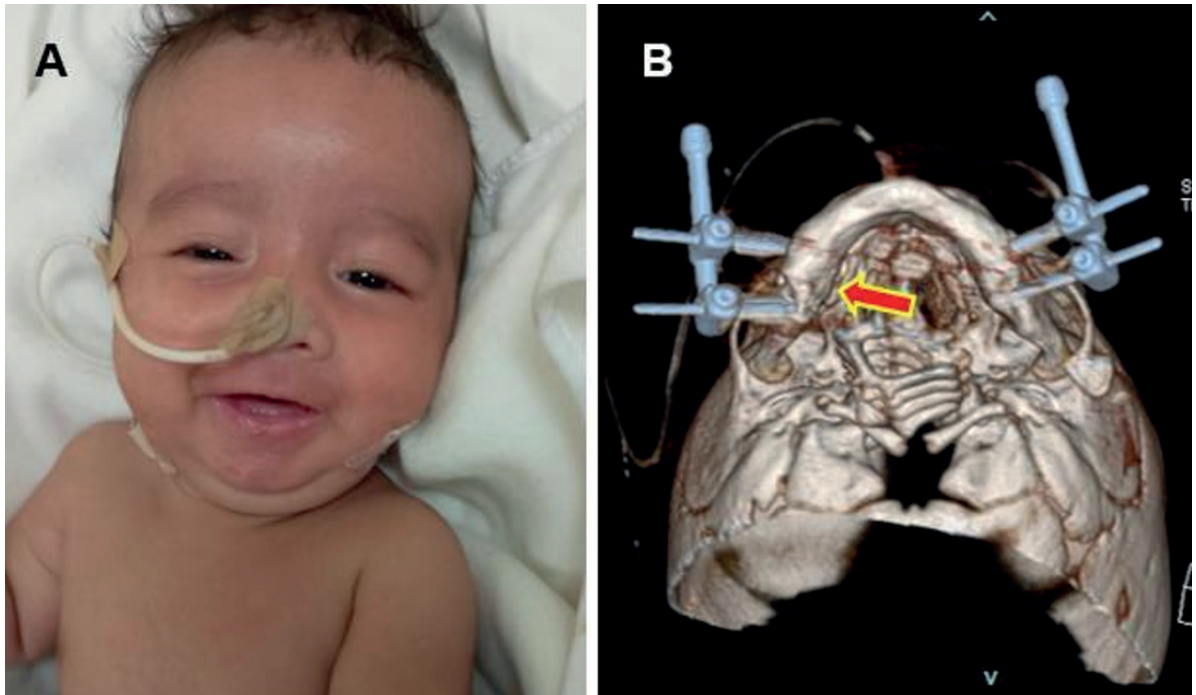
A) Posoperatorio inmediato. B) TC reconstrucción 3D, vista inferior (flecha roja: segmento osteogénico postdistracción).
